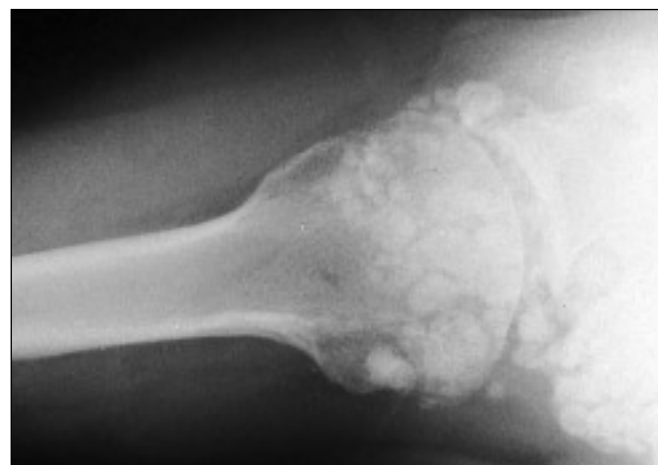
1b: Radiografías axiales de hombro preoperatoria (a) y postoperatoria (b) a 26 meses.
